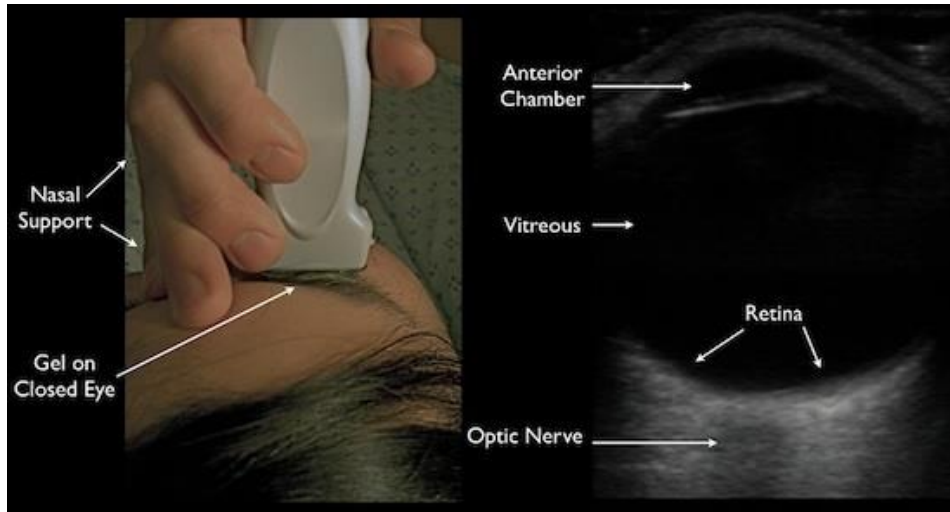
Ecografía ocular. Imagen obtenida de aliem.com.
